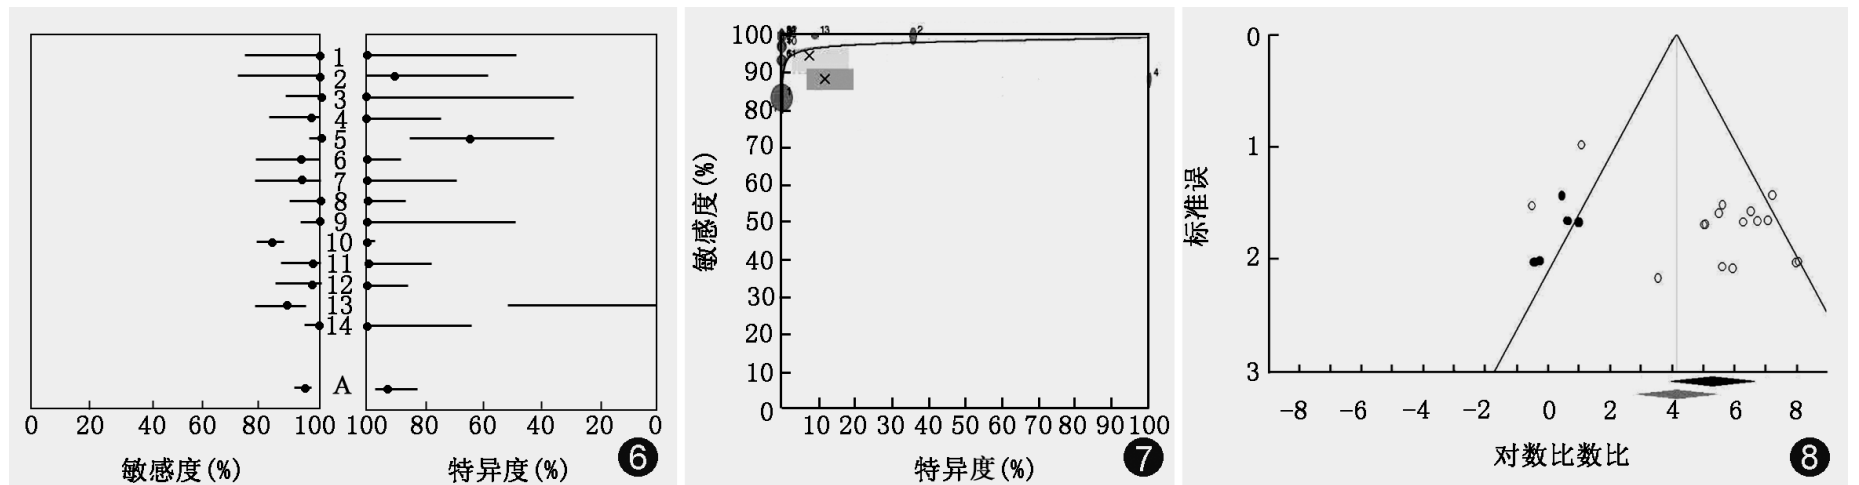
为 24 h 脑梗死的高年资医师 DWI 总体诊断森林图。显示最终汇总诊断的敏感度、特异度分布分别为 92% 和 91%。A 为加权汇总值
